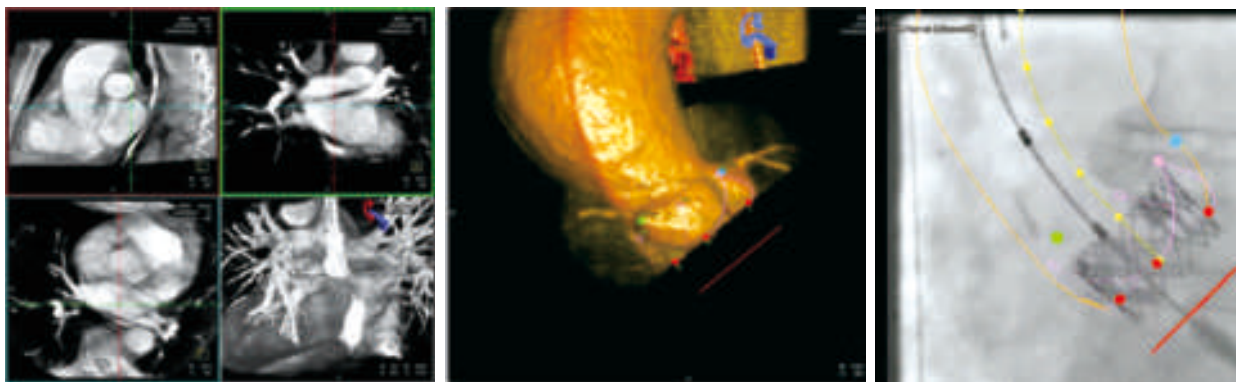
2、3：複合式手術室可執行全身 CT 電腦斷層掃描攝影，無需病患往返影像檢查與手術室
